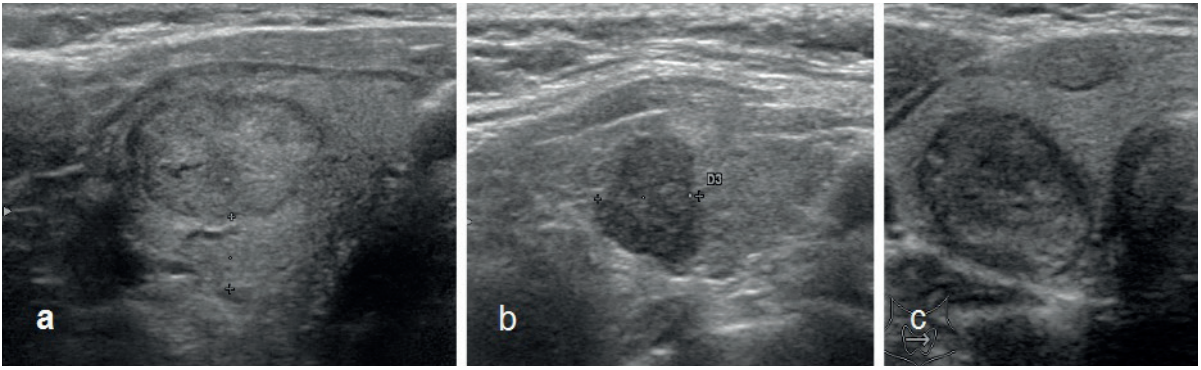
a. Sağ lobda mikro ve makrokalsifikasyon içeren düzensiz sınırlı hipoeoik nodül, b. sağ lobda sınırları tiroid parankiminden tam ayrılamayan makrokalsifikasyon içeren izoeoik nodül, c. sol lob medialde makrokalsifikasyon içeren düzensiz sınırlı hipoeoik nodül d. Tüm lobu kaplayan dev izoeoik nodül içerisinde makrokalsifikasyon, e. Makrokalsifikasyon içeren düzensiz sınırlı hipoeoik papiller tiroid kanseri gri skala ultrasonografi ve elastosonografi görünümü
